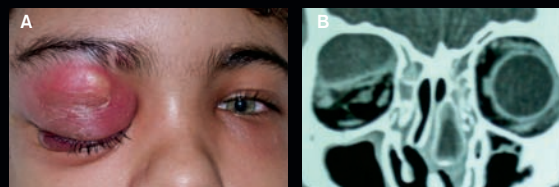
A. Celulite de órbita a direita. B. Tomografia computadorizada, corte coronal, evidenciando a sinusopatia etmoidal bilateral e abscesso do teto da órbita direita.
